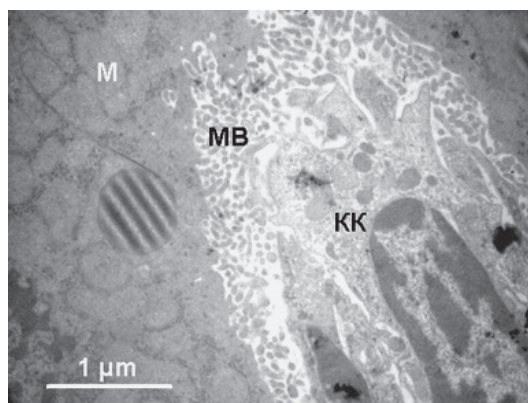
Ультраструктура фрагмента синусоидного капилляра после 1-часового гипотермического хранения печени в сахарозосодержащем растворе и последующей нормотермической реперфузии:
